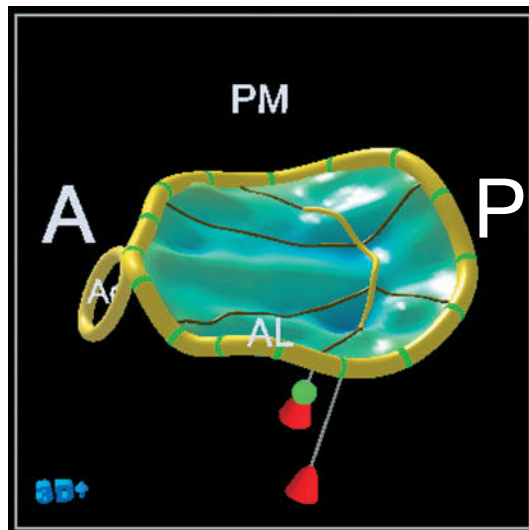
Чреспищеводная эхокардиография. Недостаточность митрального клапана. Изменение геометрии фиброзного кольца
